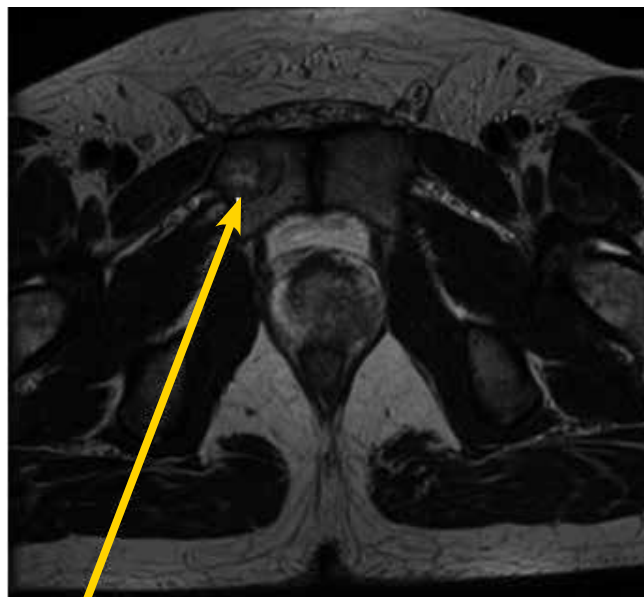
МРТ. Метастаз в лонную кость справа. 27.08.2010 г.
